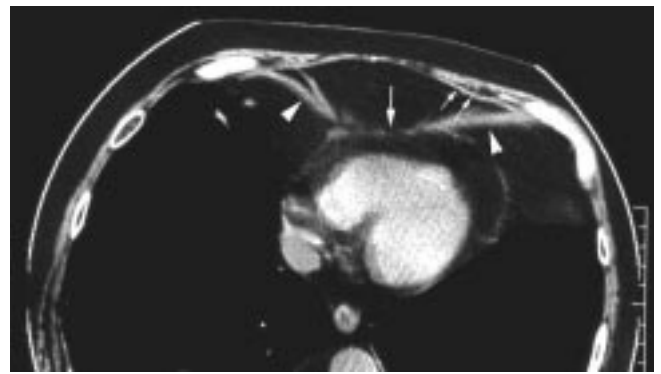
Insertion de la partie antérieure du diaphragme. Coupe TDM passant par l'étage inférieur du cœur. La partie antérieure (têtes de flèche) prend ici l'aspect de deux bandes qui divergent à mesure qu'elles atteignent la paroi antérieure. Noter le rapport étroit avec le péricarde (flèche unique) et la présence des muscles transverses (double flèche).
